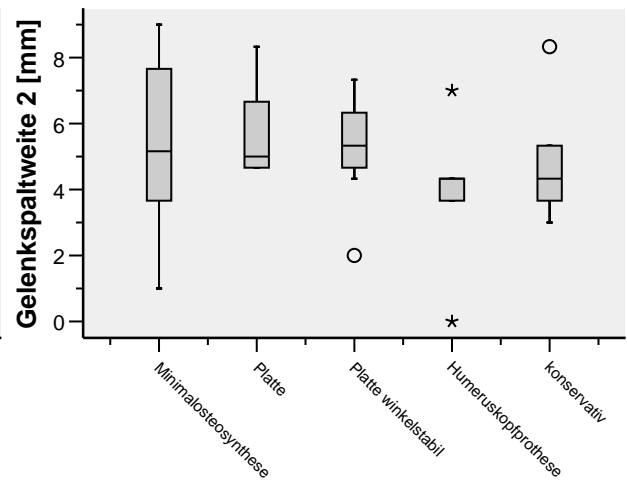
Gelenkspaltweite anhand der am Untersuchungstag angefertigten Röntgenaufnahmen in mm
